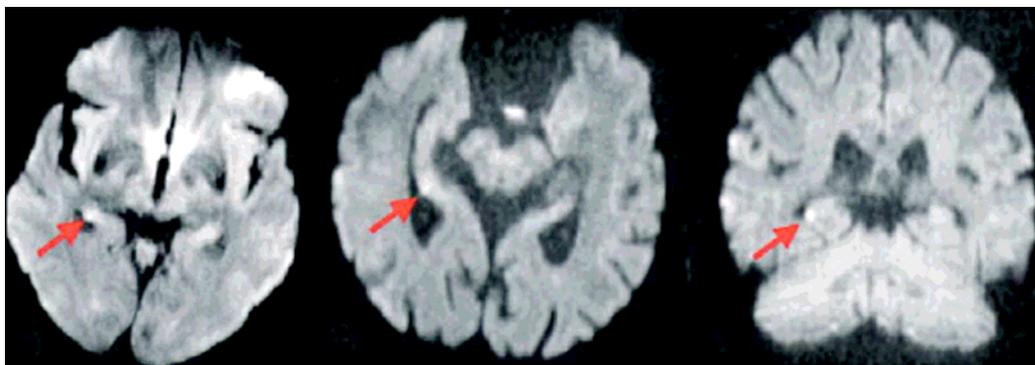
DWI RMN con tres cortes de un paciente con AGT 18 horas después del evento. La lesión en el hipocampo derecho (flechas) se observa en los 3 cortes (en orden de izquierda a derecha : axial, medial y coronal).
